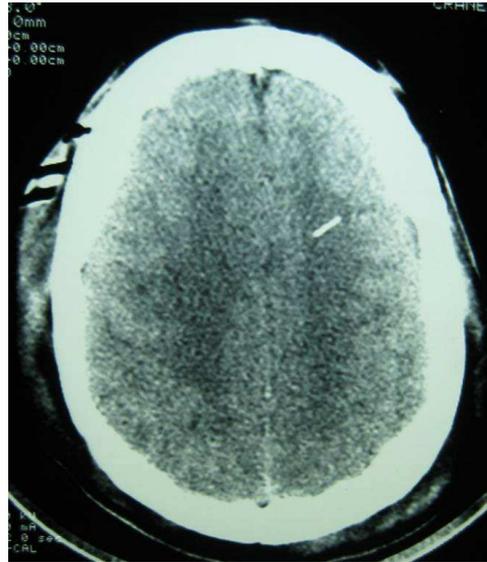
Tomografía Computerizada, mostrando la posición de la punta del sensor de PtIO₂ en la sustancia blanca profunda del lóbulo frontal izquierdo.
